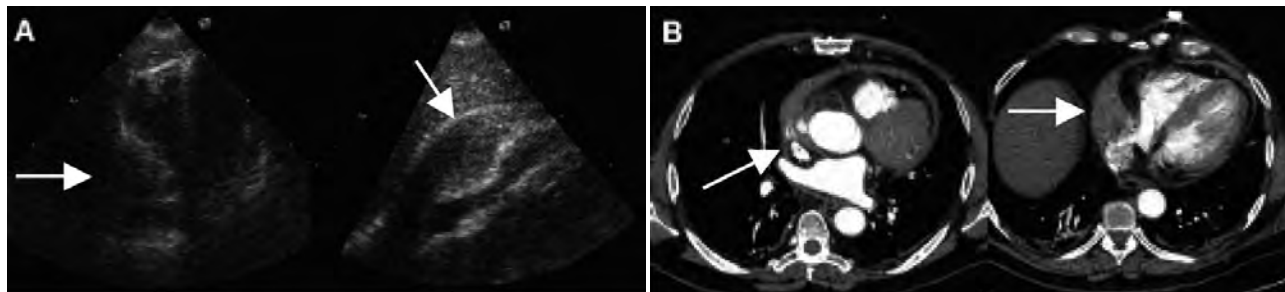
A) Ecocardiograma transtorácico. Izquierda: ventana apical 4 cámaras donde se aprecia compresión de cavidades derechas. Derecha: ventana subcostal, donde se aprecia imagen semilunar de ecogenicidad heterogénea en surco aurículo-ventricular derecho que comprime cavidades derechas. B) TC torácico con contraste. Izquierda: extravasación de contraste a nivel posterior-derecho de aorta ascendente. Derecha: hematoma del surco aurículo-ventricular que comprime cavidades derechas.
